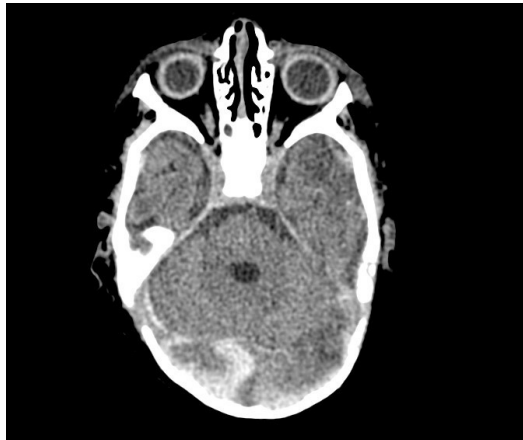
Złamanie podstawy czaszki sięgające aż do otworu wielkiego z niewielkim przemieszczeniem struktur kostnych, widoczne w badaniu tomografii komputerowej
